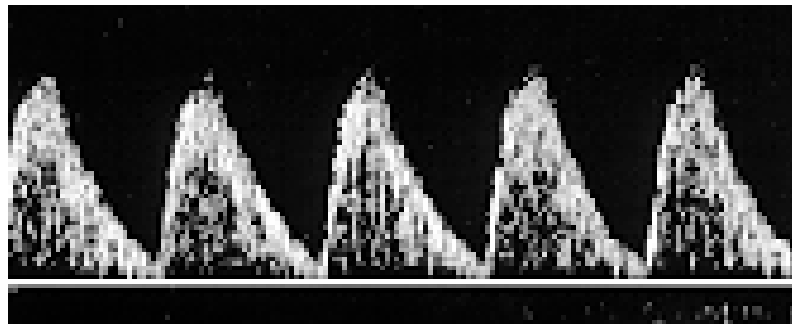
Doppler com diminuição do fluxo diastólico em AU (elevação da resistência).
